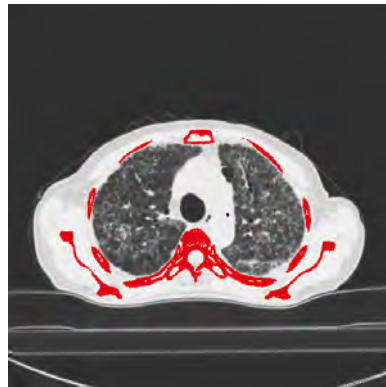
exemplo de imagem de TC do tórax com a região óssea apresentada em vermelho, obtida através de limiar da faixa 600 a 2000 UH.
